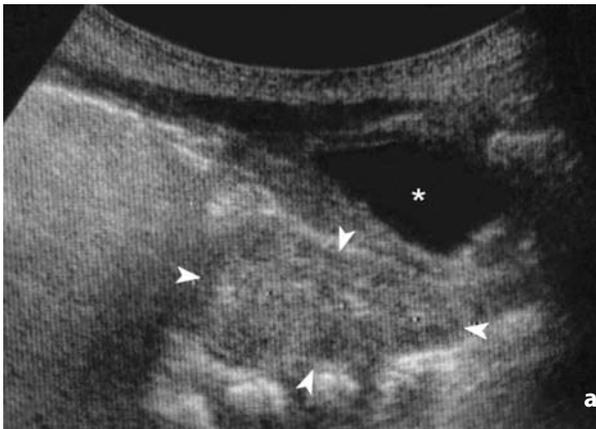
Ectopia renale semplice. a La scansione ecografica longitudinale evidenzia, posteriormente alla vescica (asterisco) e davanti alle vertebre lombari, il rene in posizione pelvica (punte di freccia). b La cistografia in fase minzionale dimostra la presenza di reflusso vescico-uretero-renale e conferma l'ectopia renale semplice sinistra, in sede pelvica
